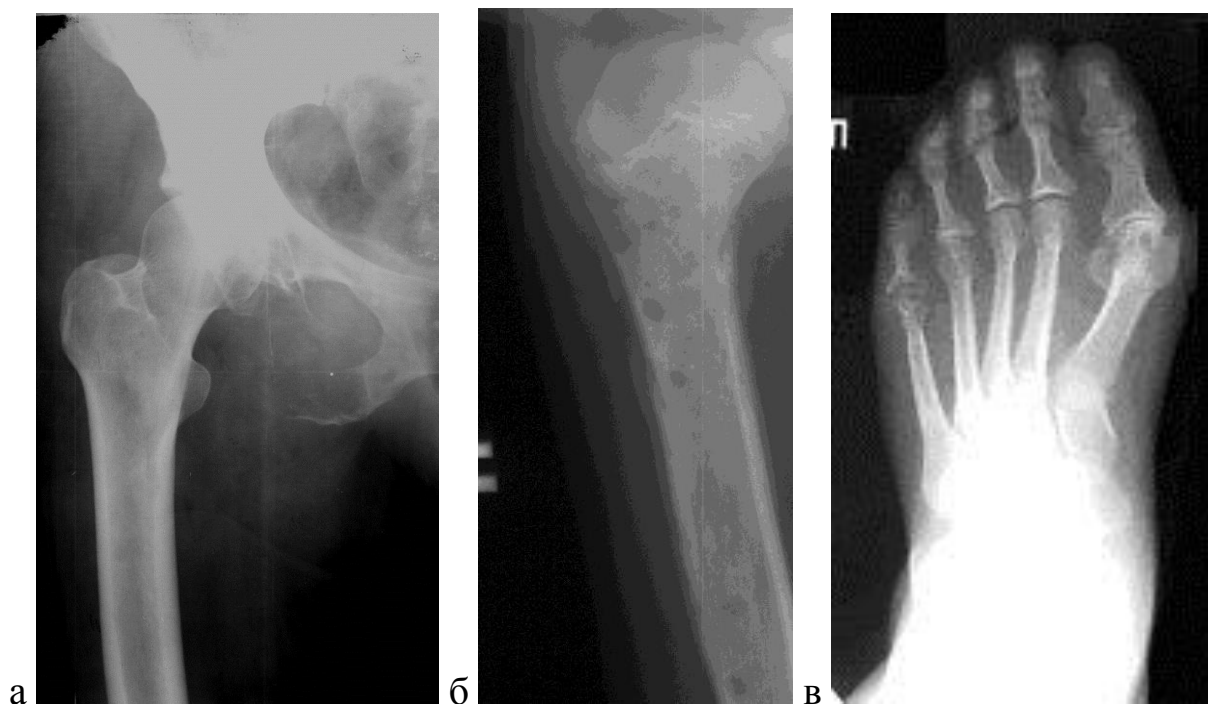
Рентгенограммы костей таза (а), плечевой кости (б), стопы (в). Литическая злокачественная деструкция седалищной кости (а), остеомиелитическая деструкция плечевой кости (б), эрозия костей 1 плюснефалангового сустава стопы при подагре (в)
